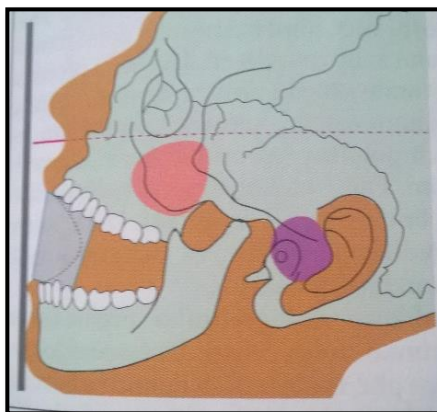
RTG snímek dálkového bočního snímku lebky
